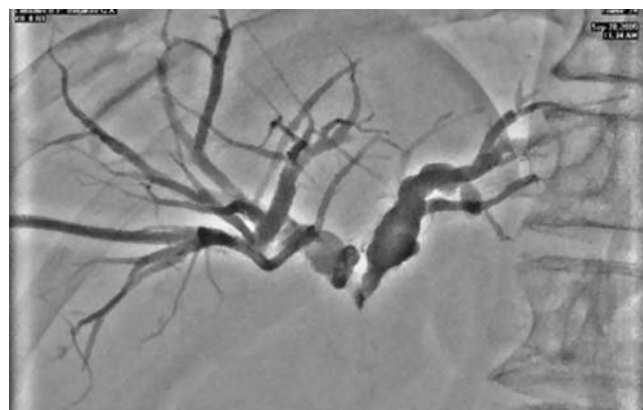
Рентгенограмма наружного дренирования внутрипеченочных желчных протоков при опухоли Клатскина.
